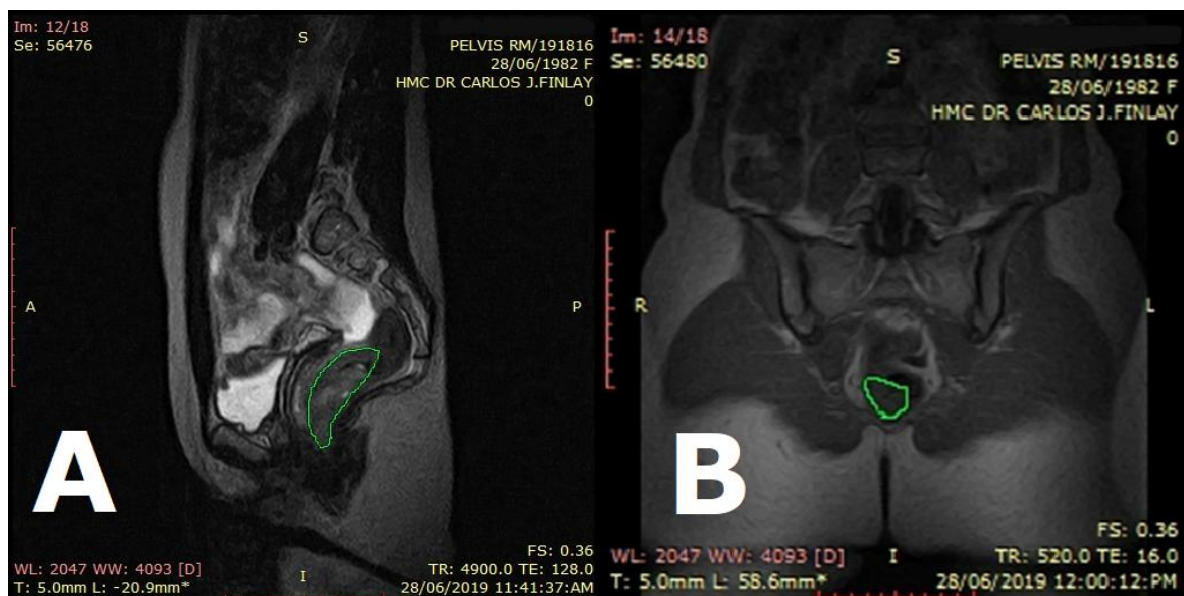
Femenina de 40 años de edad portadora de un Adenocarcinoma moderadamente diferenciado de recto. (A) RM de bajo campo secuencia potenciada en T2 corte sagital donde se observa en área destacada en verde, imagen de aspecto tumoral excéntrica, con una intensidad de señal heterogénea, que infiltra la pared posterior de recto inferior produciendo
